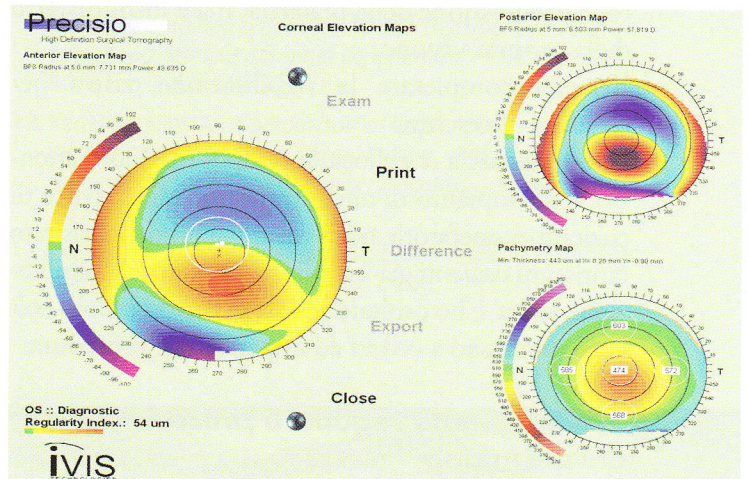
Mappa tomografica preoperatoria di OS del caso clinico descritto. L'aspetto è quello di un astigmatismo elevato con componente irregolare e buona pachimetria
